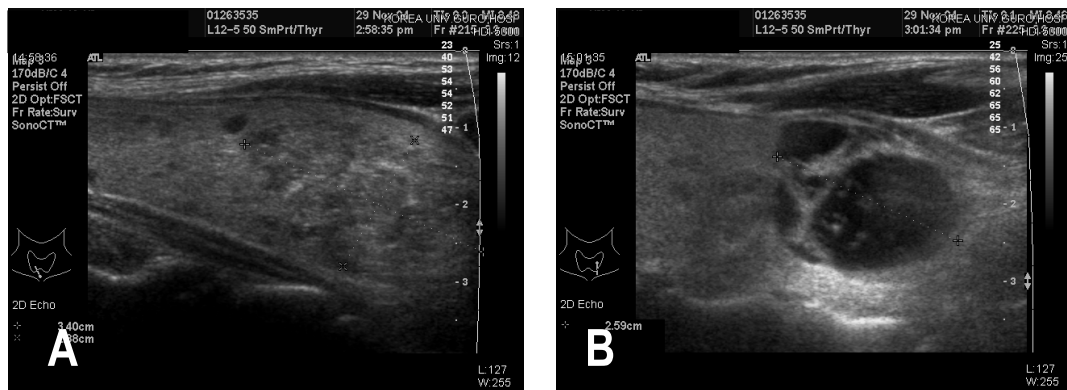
Neck sonogram shows complicated cystic mass in the inferior pole of the left thyroid gland and heterogenous, slightly echogenic mass in the inferior pole of the right thyroid gland.
